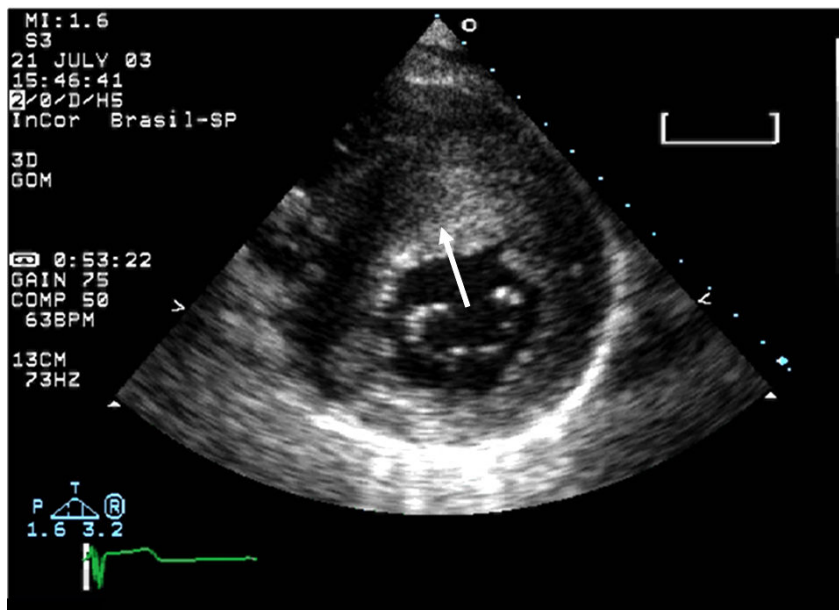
Ecocardiograma bidimensional mostrando o plano paraesternal transversal com evidência de hipertrofia miocárdica mais acentuada na parede septal (seta)
